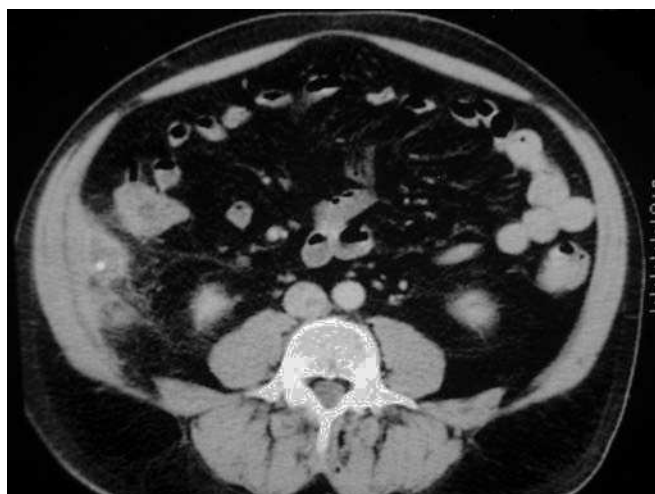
Tomografía computarizada de abdomen con contraste intravenoso que muestra el realce periférico de la colección, correspondiente a la cápsula del absceso y la litiasis en su interior.
